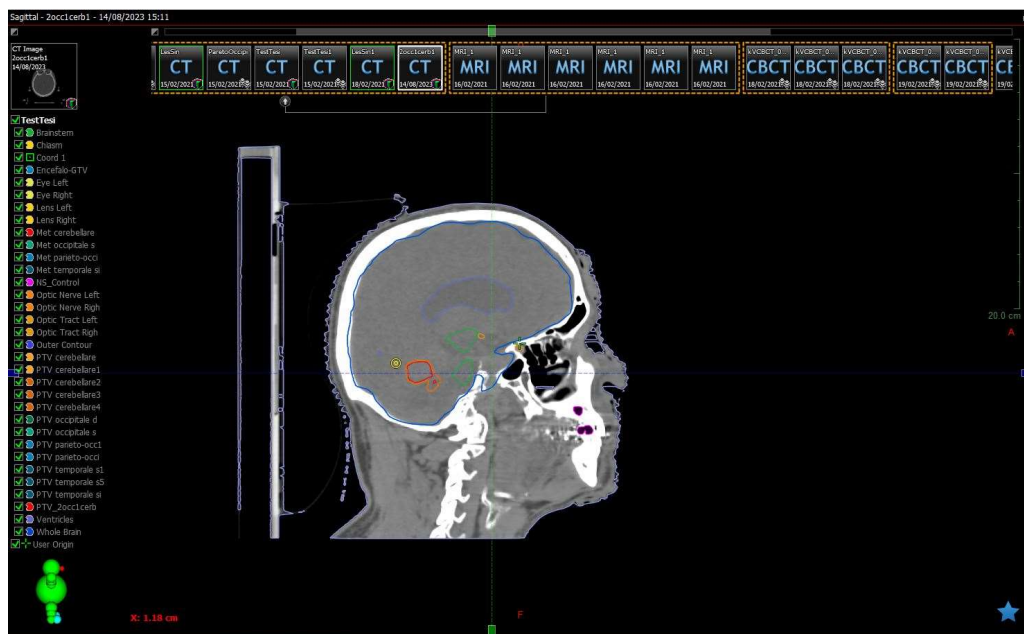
TC visione sagittale
